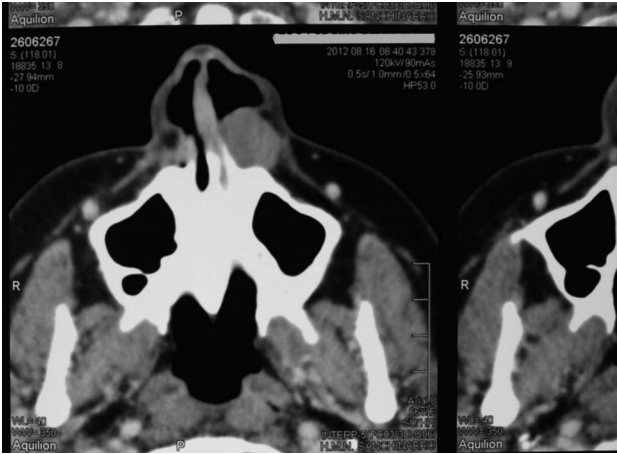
TAC maxilar superior, corte axial, lesión en la zona paranasal izquierda.
